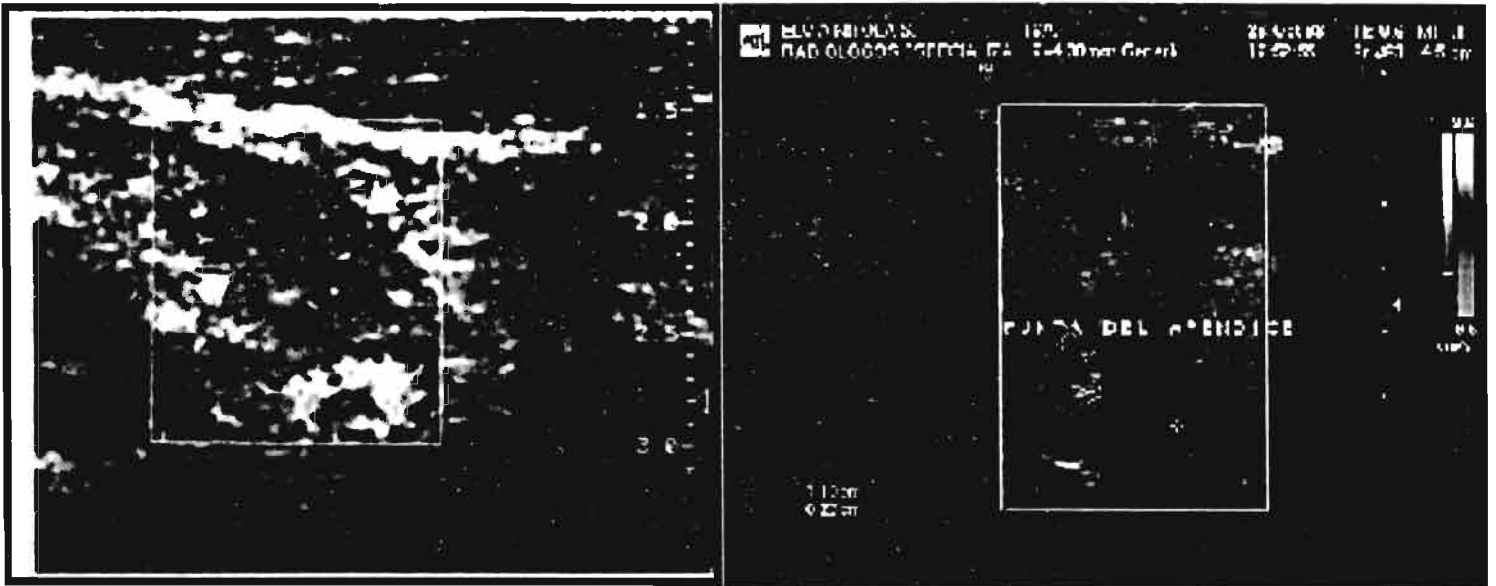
Apendicitis aguda con numerosas señales doppler a la aplicación doppler en la pared del apéndice.
